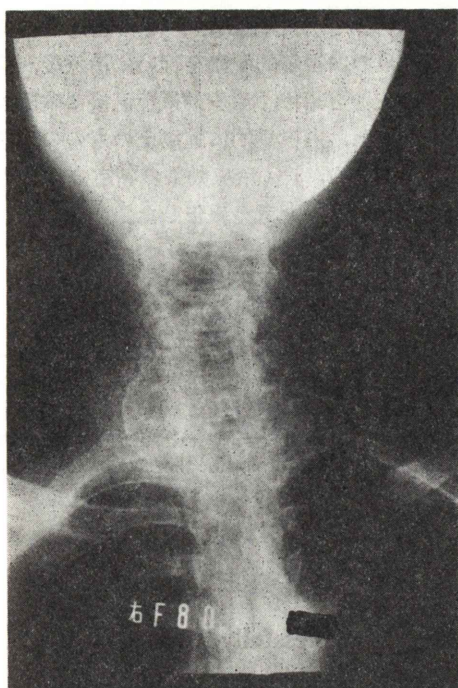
Radiograph shows tracheal deviation and abnormal calcification in the right lobe of the thyroid gland.
